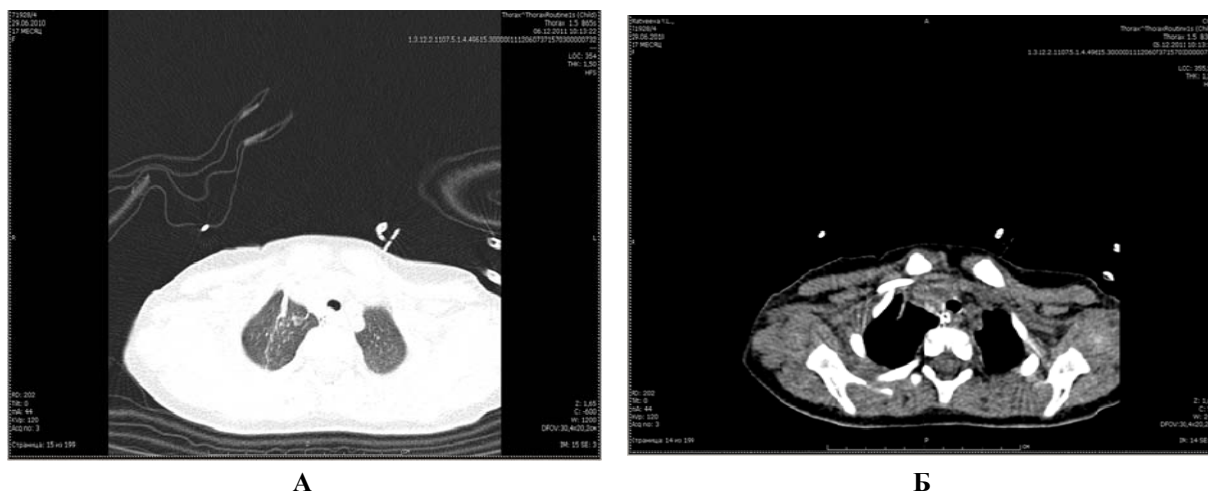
а,б. МСКТ органов грудной полости (08.12.2011г.)
